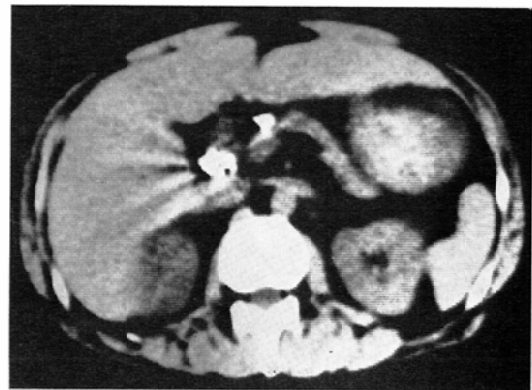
CT scan shows calculi are out of the pancreas.
